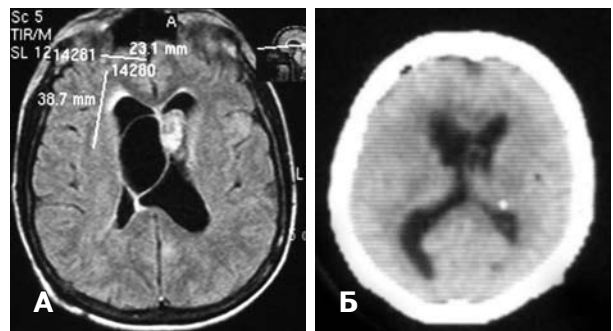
Субэпендимарная гигантоклеточная астроцитомы. А — МРТ до операции; Б — КТ после операции.
